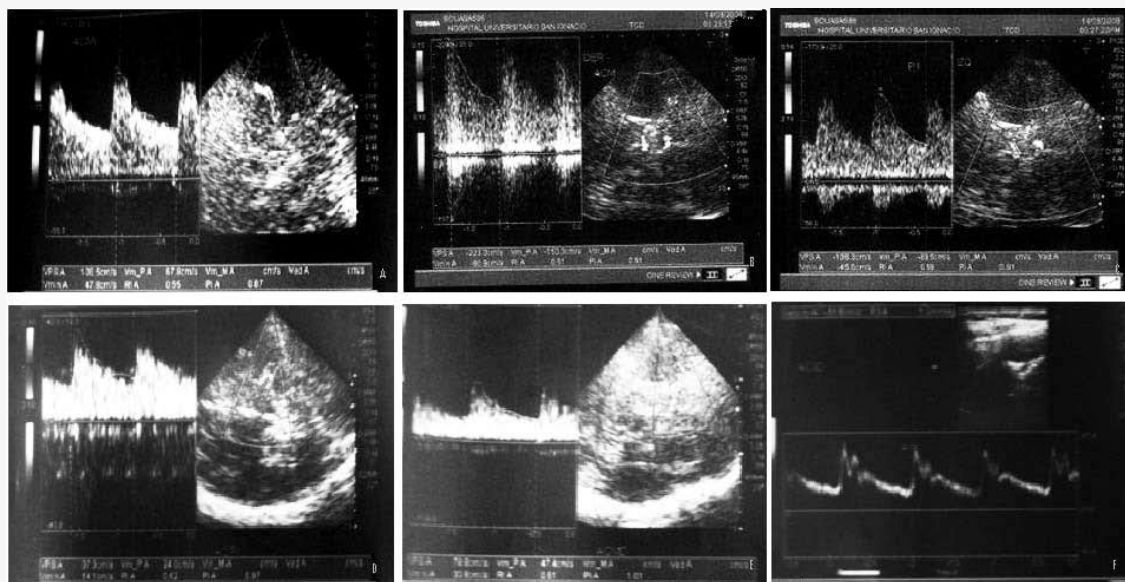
DOPPLER TRANSCRANEAL. A (DÍA 4): VASOESPASMO LEVE ACM IZQUIERDA (VPS 106,5 CMS/s, IR 2,69). B (DÍA 8): VASOESPASMO SEVERO ACM DERECHA (VPS 223,3 CMS/s). C (DÍA 8): VASOESPASMO LEVE ACP IZQUIERDA (VPS 108,3 CMS/s). D, E Y F (DÍA 22): FLUJO ACP IZQUIERDA (VPS 37,3 CMS/s), ACM (VPS 78,8 CMS/s) Y ACI DERECHAS (VPS 55,5 CMS/s, IR 1,4), DENTRO DE LÍMITES NORMALES.
